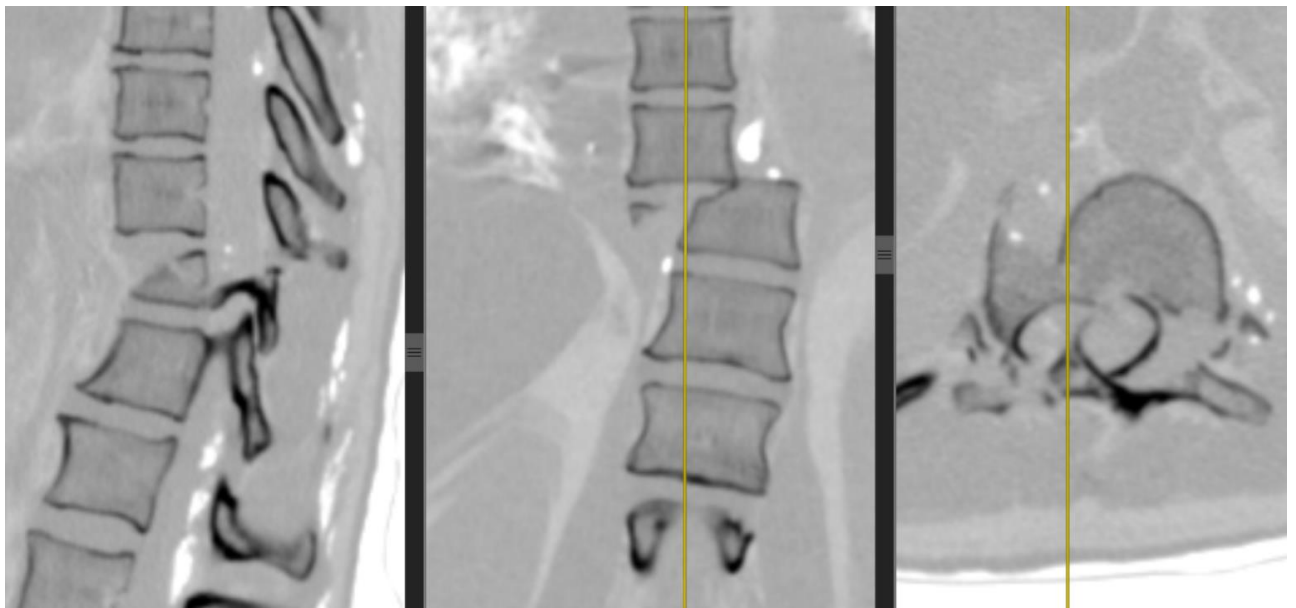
СКТ пациентки П. перед операцией
